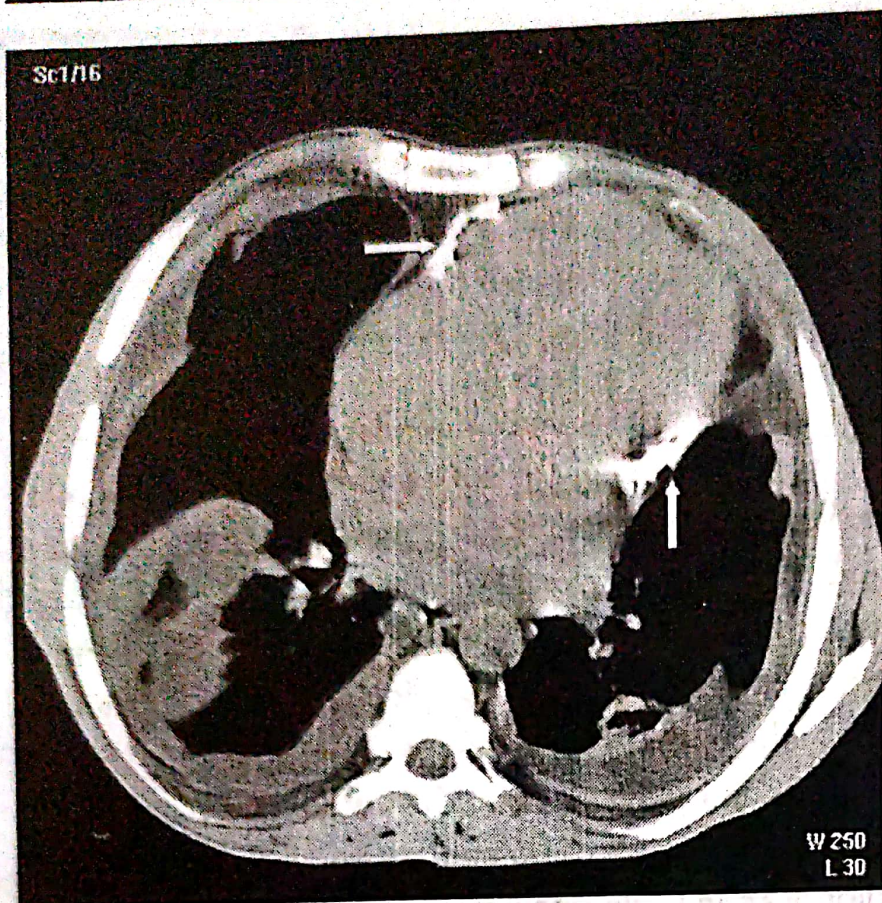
Imagine de tomografie computerizată toracică. Se observă calcificările pericardice adiacente șanțurilor atrio-ventriculare și porțiunilor bazale ale ventriculilor (săgețile).
